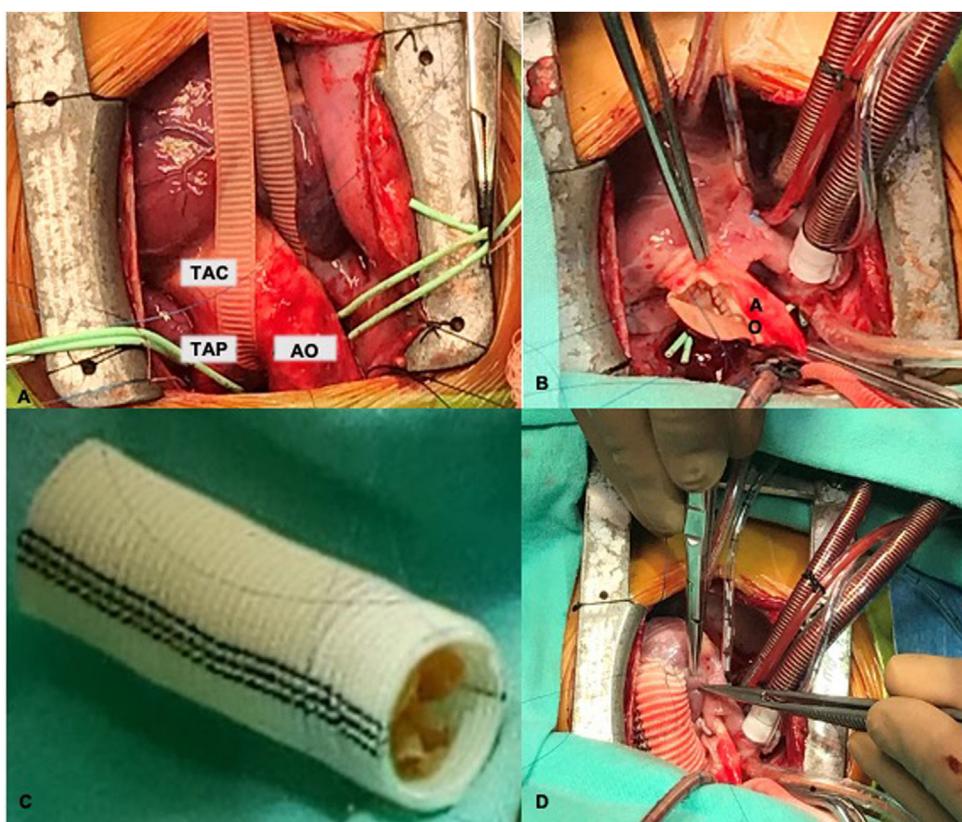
A) Fotografía intraoperatoria que muestra el origen de la arteria pulmonar principal desde el tronco arterioso común; B) reconstrucción de la aorta con parche de pericardio bovino; C) injerto de Woven Dacron® con válvula de 14 mm; D) anastomosis proximal del conducto al ventrículo derecho. AO: aorta ascendente; TAC: tronco arterial común; TAP: tronco de la arteria pulmonar.
